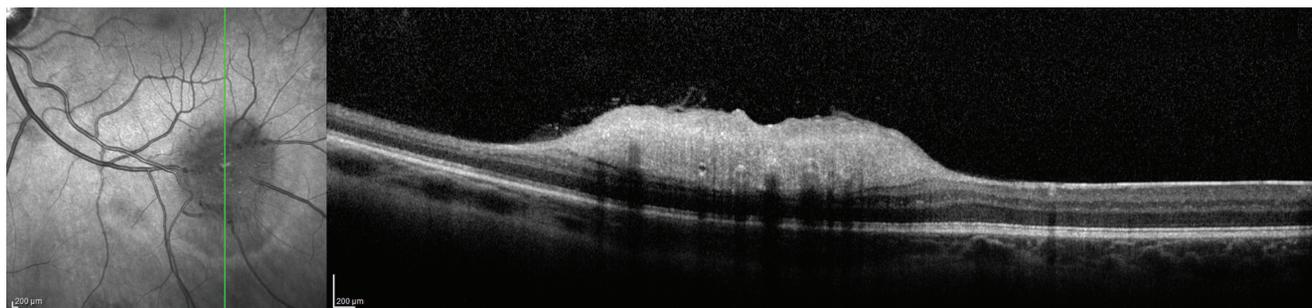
Данные оптической когерентной томографии: умеренно гиперрефлективное гомогенное образование на уровне внутренних слоёв нейроэпителия с отдельными включениями (кальцификатами)
